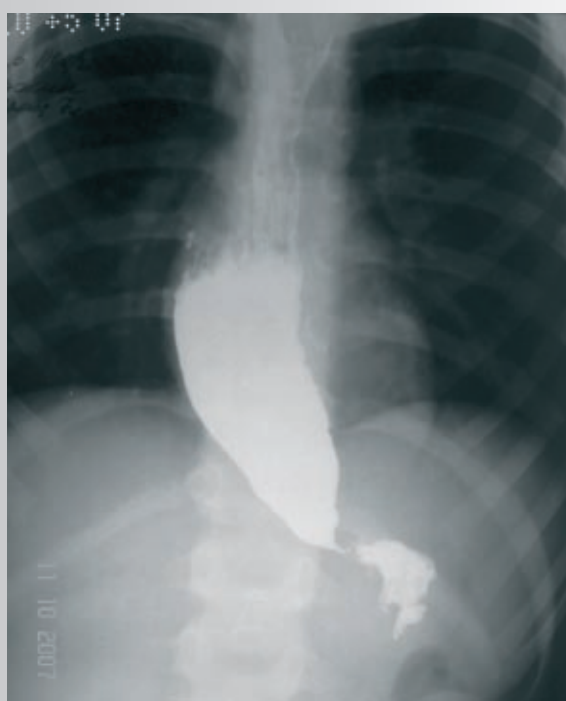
Рентгеноскопия пищевода с сульфатом бария
